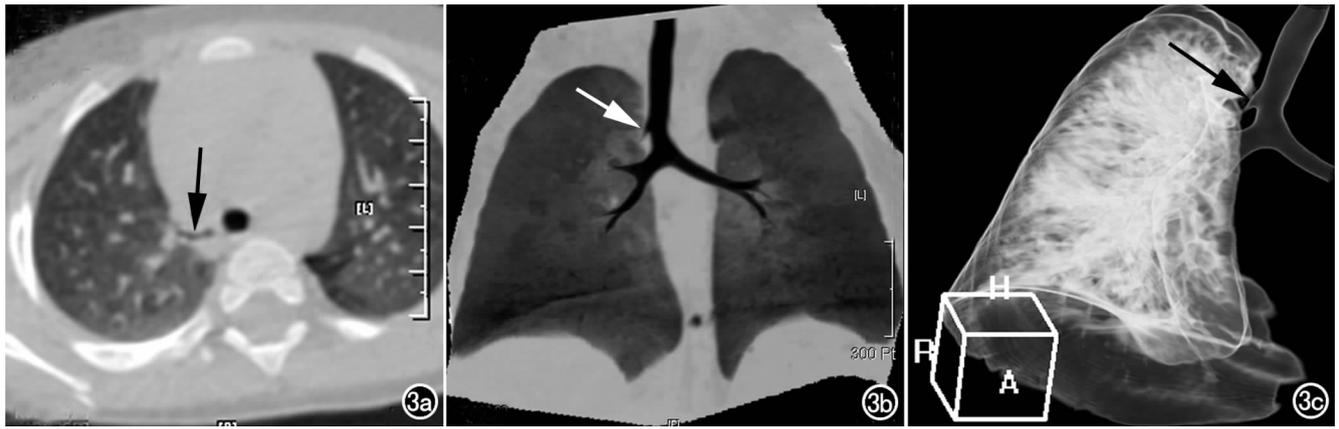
右上移位型气管性支气管。a) CT轴面像示右上移位开口的气管性支气管(箭); b) CT MinP清晰显示右上呈鼠尾状的气管性支气管(箭); c) CT VRT切除左肺后,右前斜位立体显示气管性支气管(箭)。
